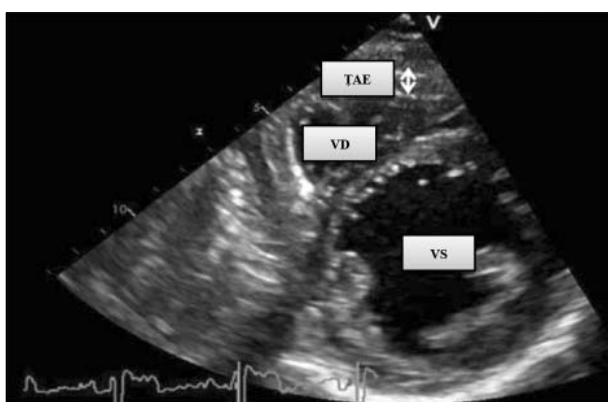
Măsurarea grosimii țesutului adipos epicardial în fereastra parasternală - ax scurt și este marcată de săgeata albă bidirecțională (TAE - țesutul adipos epicardial; VS - ventricul stâng; VD - ventricul drept).
